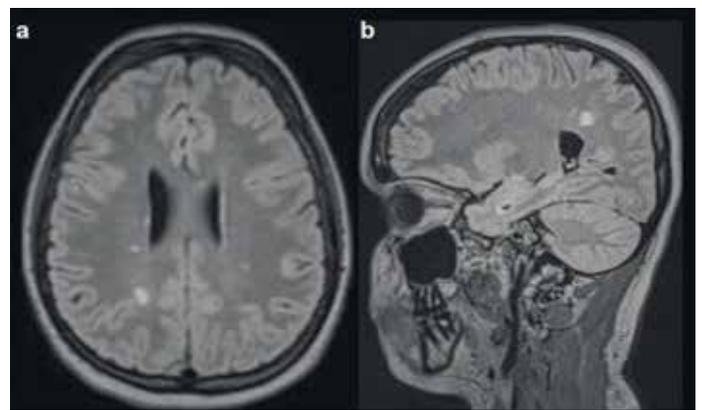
Kernspintomogramm des Gehirns einer 29-jährigen Patientin mit einer MS vom schubförmig-remittierenden Verlaufstyp und etwa 10-jähriger Erkrankungsdauer. Die FLAIR-Sequenz zeigt einzelne supratentorielle, hyperintense Läsionen in a) transversaler und b) sagittaler Schnittführung.
